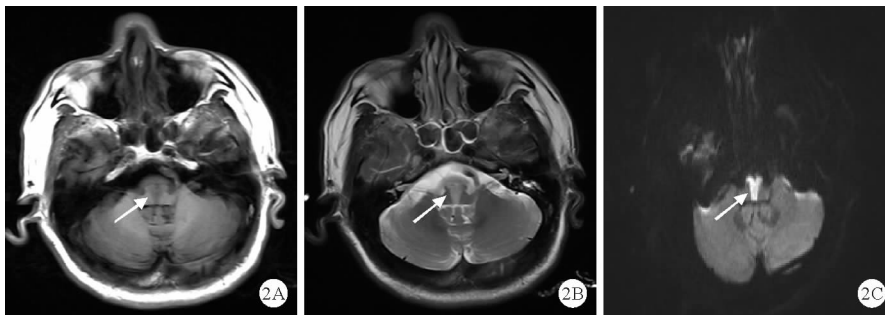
病例2 头颅 MRI + DWI 检查结果:延髓急性期腔隙性脑梗死(A:T1 稍长信号;B:T2 稍长信号;C:DWI 呈高信号;如箭头所示)
